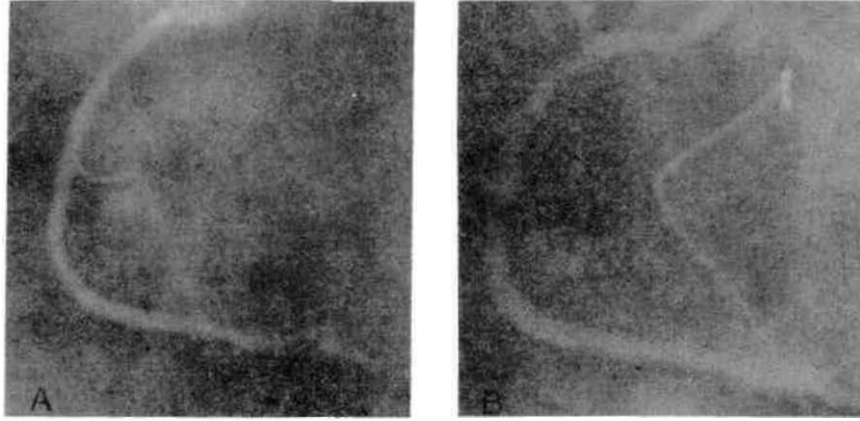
Sol ön inen arterde anjioplasti uygulanan hastanın koroner anjiyografisi..
